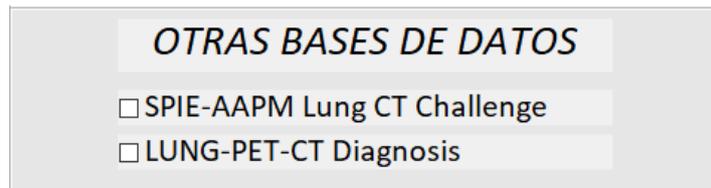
Control para acceder a los casos de las bases de datos SPIE-AAPM y Lung-PET-CT-Diagnosis
